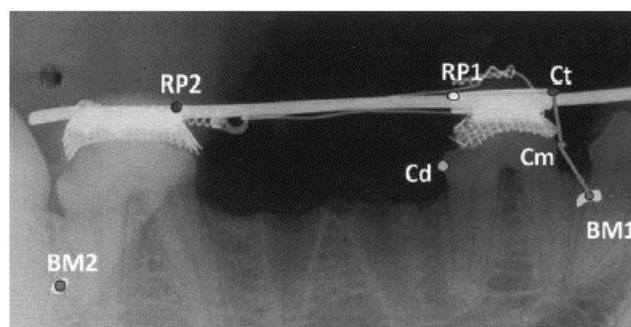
Radiographie rétro-alvéolaire d'évaluation du mouvement dentaire (Sanjideh *et al.* 2010)
